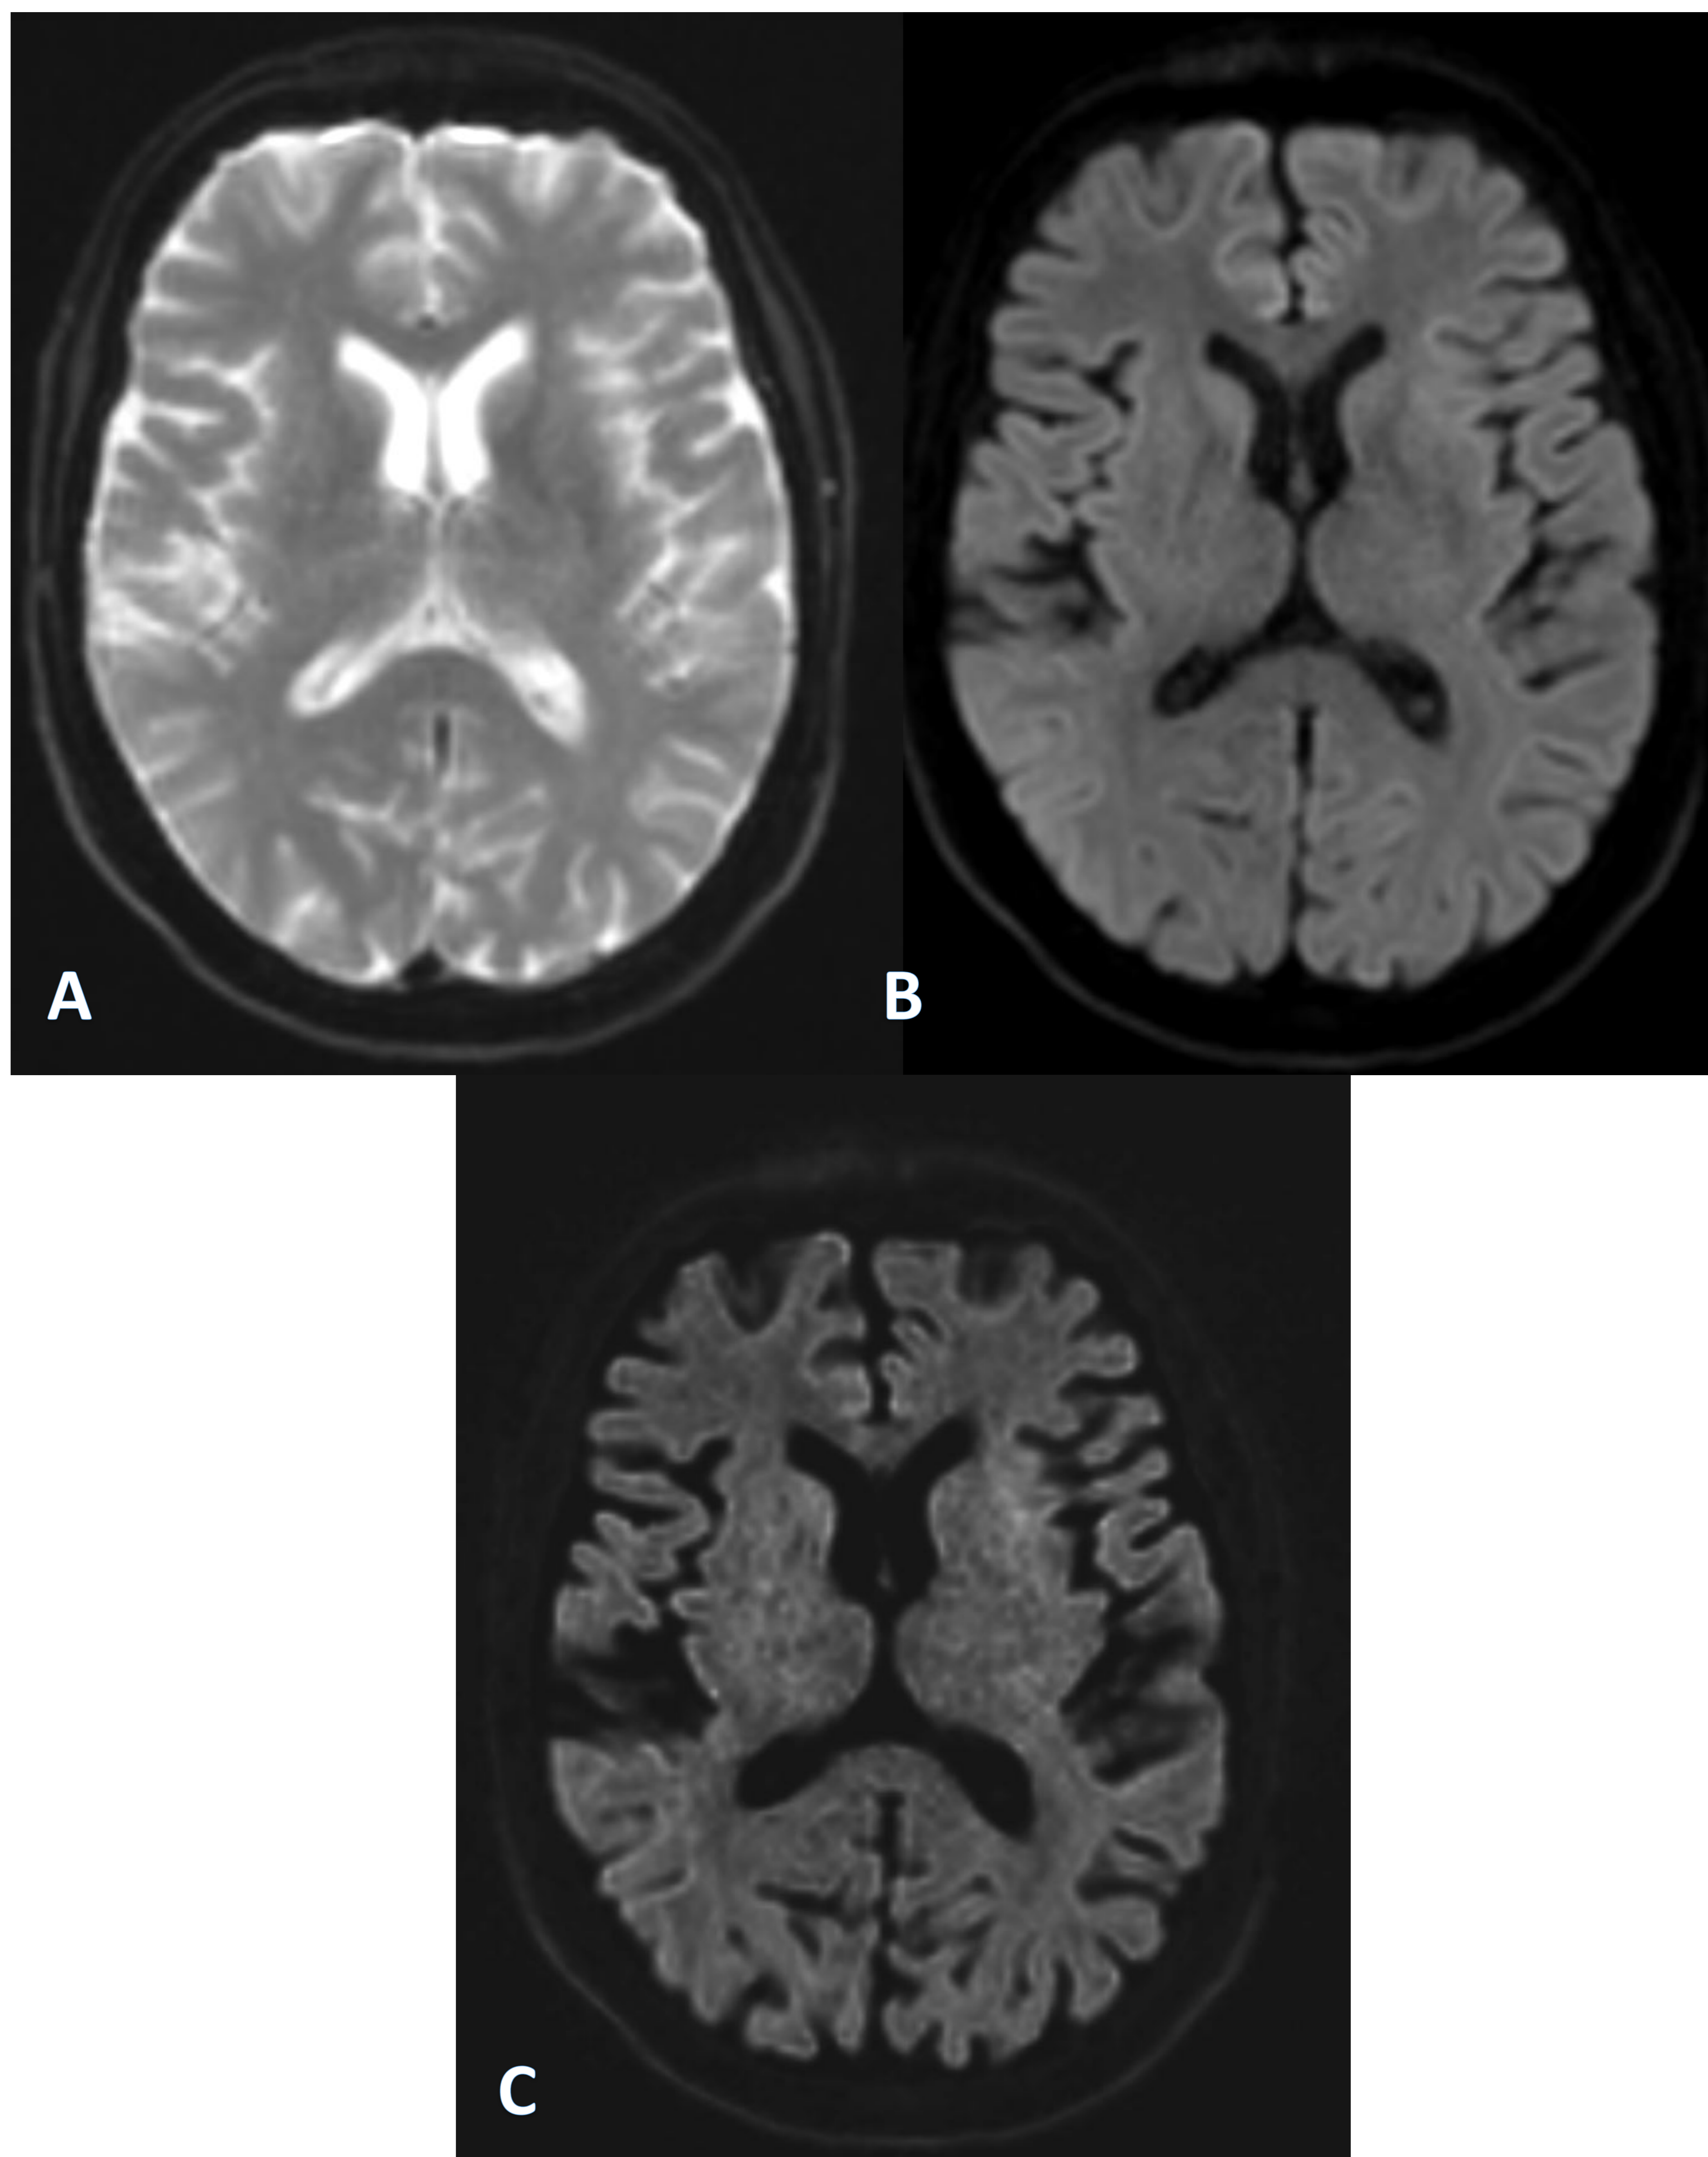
RM cerebral con valores $b=0$ (A), $b=1000$ (B) y $b=3000$ (C).
